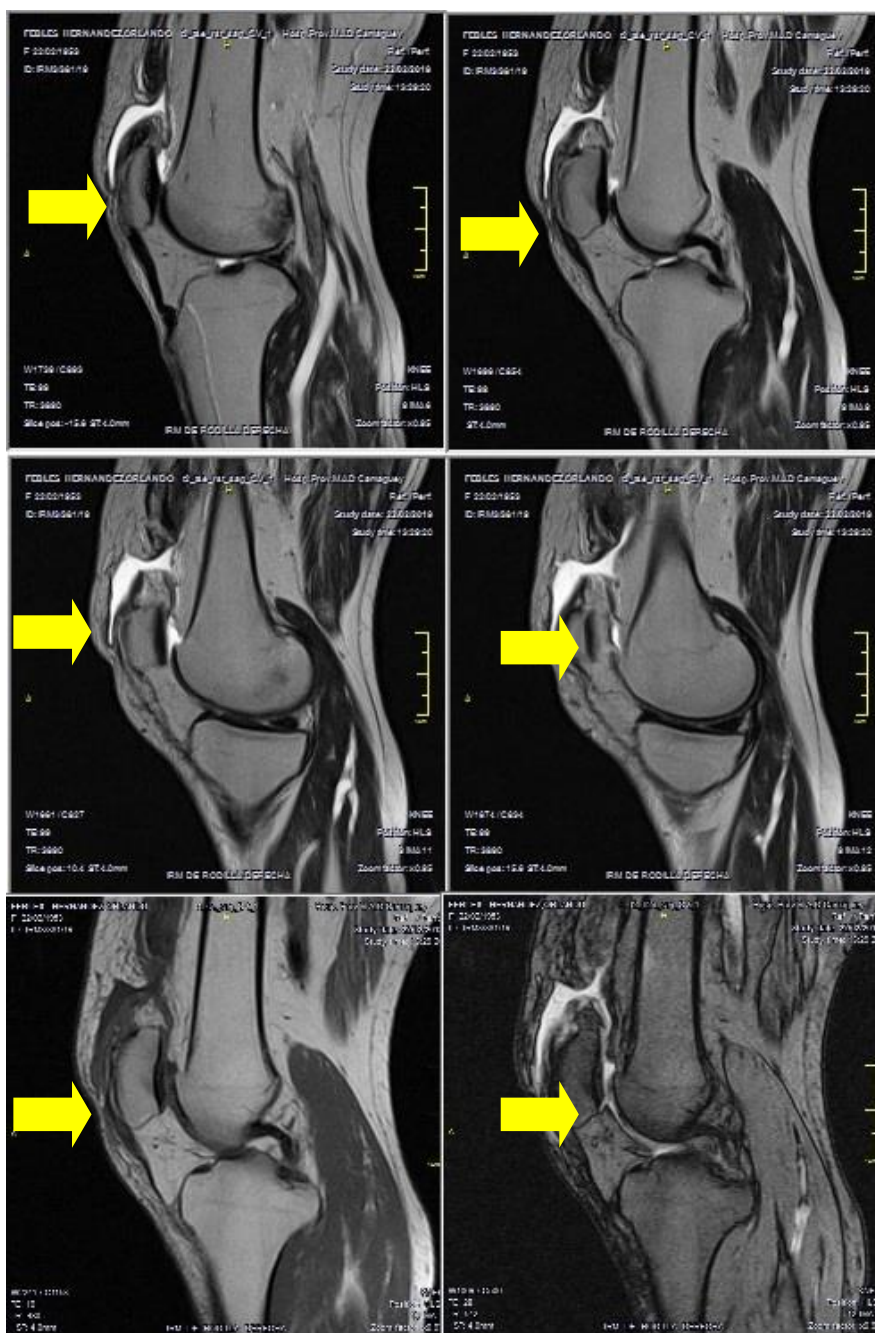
Imagen de resonancia magnética, donde se observa solución de la continuidad del tendón del cuádriceps (flechas amarillas) (imagen propia de los autores).
